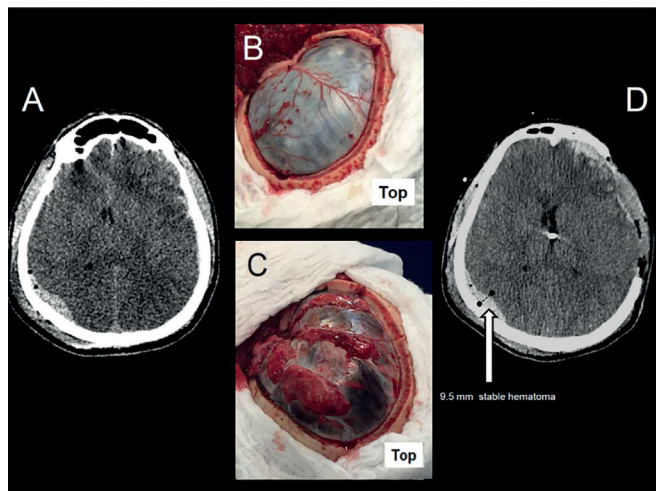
Imagens de tomografias computadorizadas do crânio e de aspectos cirúrgicos. (A) Tomografia computadorizada inicial, que revela edema difuso com hematoma subdural frontotemporal esquerdo e hematoma epidural occipital direito. (B) Aspecto cirúrgico pós-craniectomia. (C) Aspecto cirúrgico pós-duraplastia revelando grave edema cerebral. (D) Tomografia computadorizada realizada após a cirurgia, que apresenta uma hemorragia epidural com 9,5mm de diâmetro.
